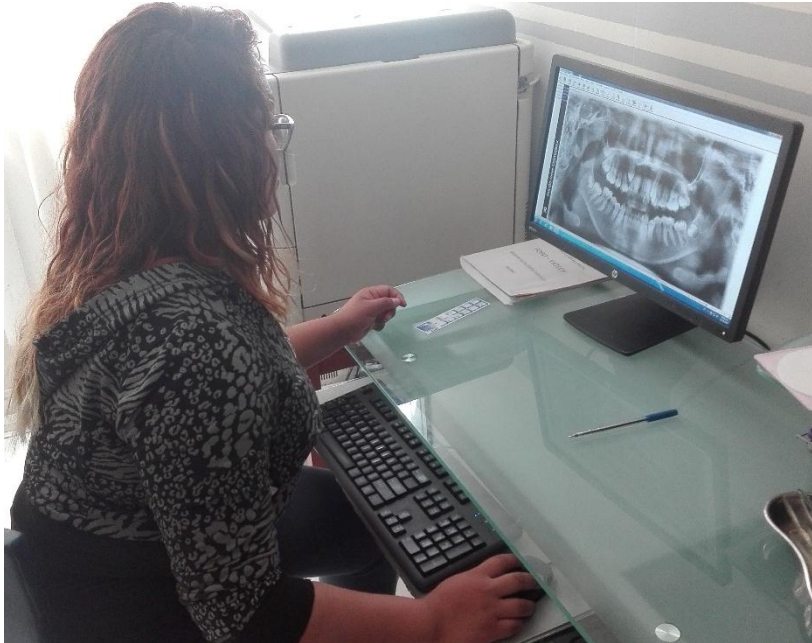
Se evaluó la maduración de cada tercer molar en cada radiografía panorámica, para posteriormente darle el estadio correspondiente según Demirjian.
